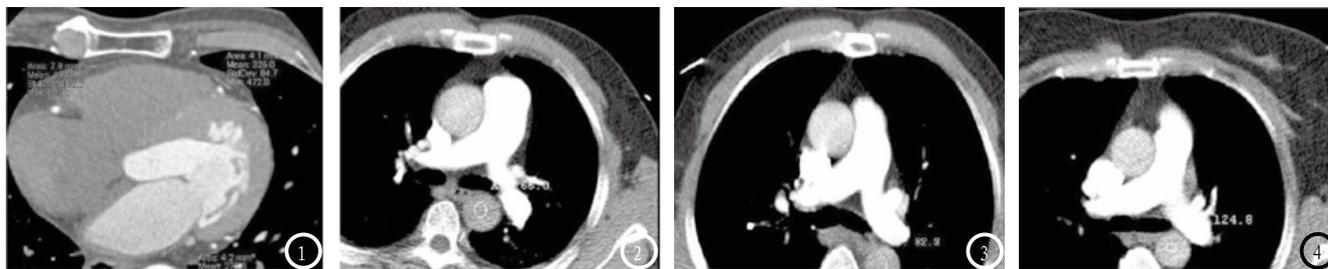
冠状动脉各段强化CT测量；图2 扫描触发阈值为120HU的监控层面；图3 扫描触发阈值为130HU的监控层面；图4 扫描触发阈值为140HU的监控层面。
